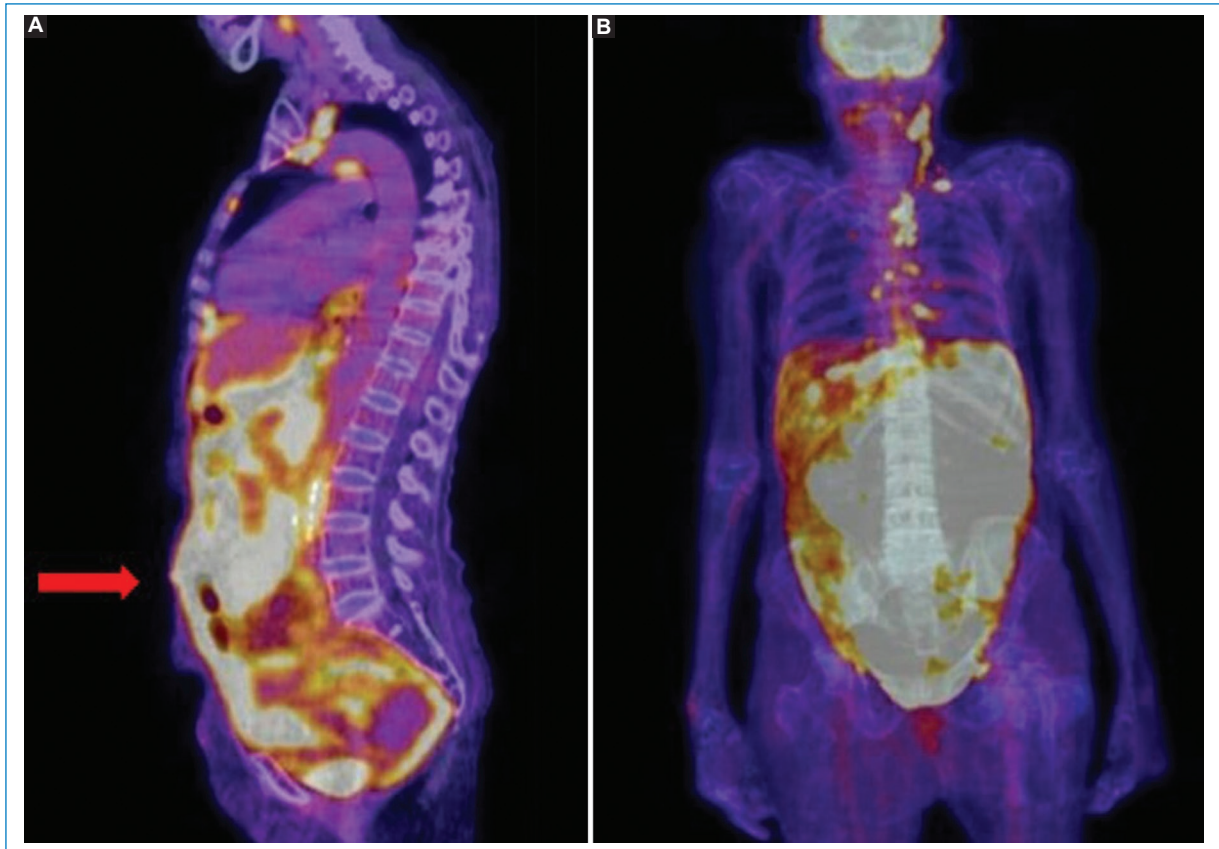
Patrón más frecuente de presentación de la LP, con compromiso difuso peritoneal hipermetabólico (*omental cake*, flecha) y adenomegalias múltiples; hallazgos evidentes en las imágenes de fusión PET-TC en sagital (A) y coronal (B).
